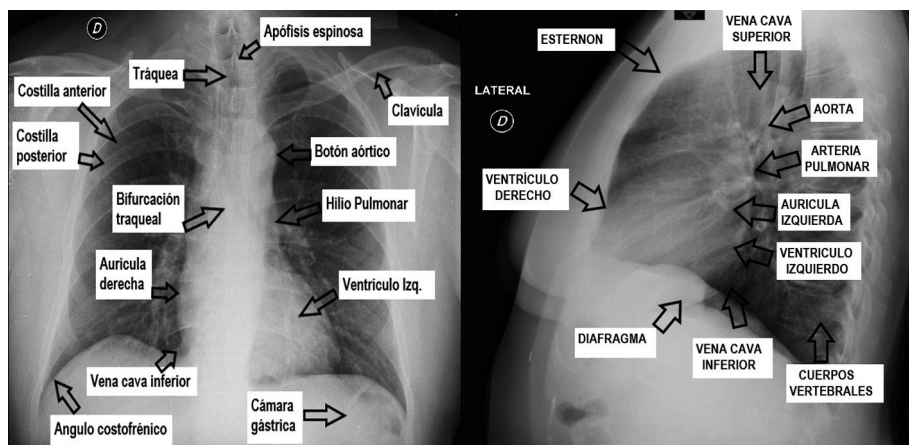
Radiografía de tórax con proyecciones posteroanterior y lateral.
